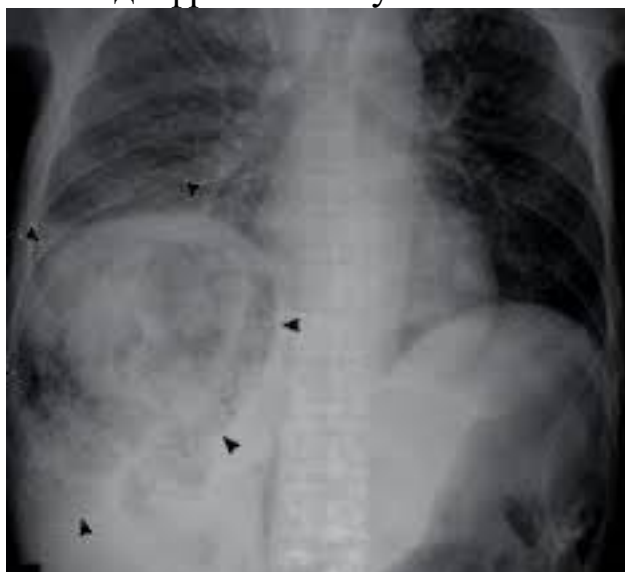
Рентгенографія черевної порожнини: рентген-ознаки абсцесу печінки - наявність округлої порожнини з неоднорідним вмістом та чіткими відмежованими краями (за А.Г. Скуратов и др., 2017)
